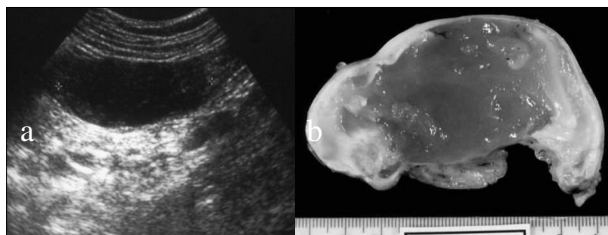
Cistadenoma mucinoso apendicular. A ecografia da área anexial direita revela uma lesão quística tubular, sem ecos internos (1a). Peça operatória do apêndice ileo-cecal preenchido com material gelatinoso (1b).
